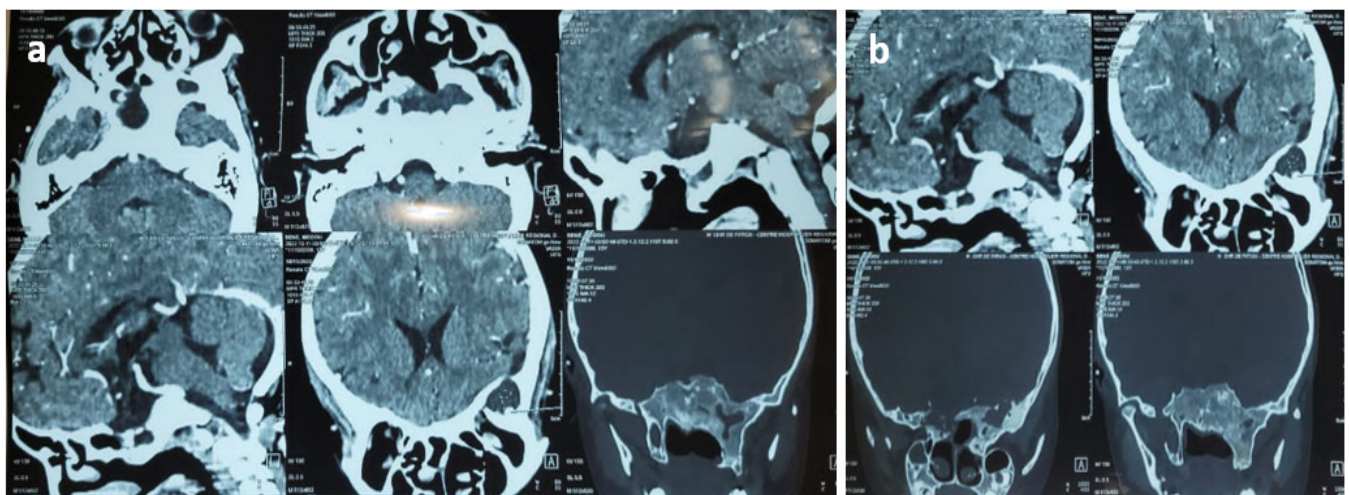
TDM Cérébrale + injection de PDC, fenêtre parenchymateuse et osseuse (a + b)
